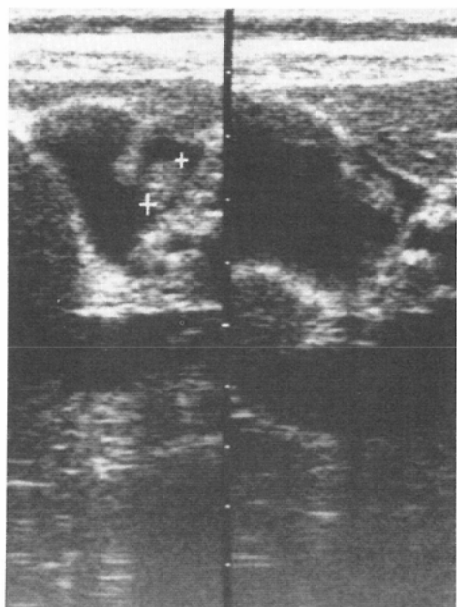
(Case 2.) Ultrasonography demonstrates a small polypoid mass without an acoustic shadow in the body of the gallbladder. A pedunculated type adenocarcinoma confined to the mucosa was found at surgery.
